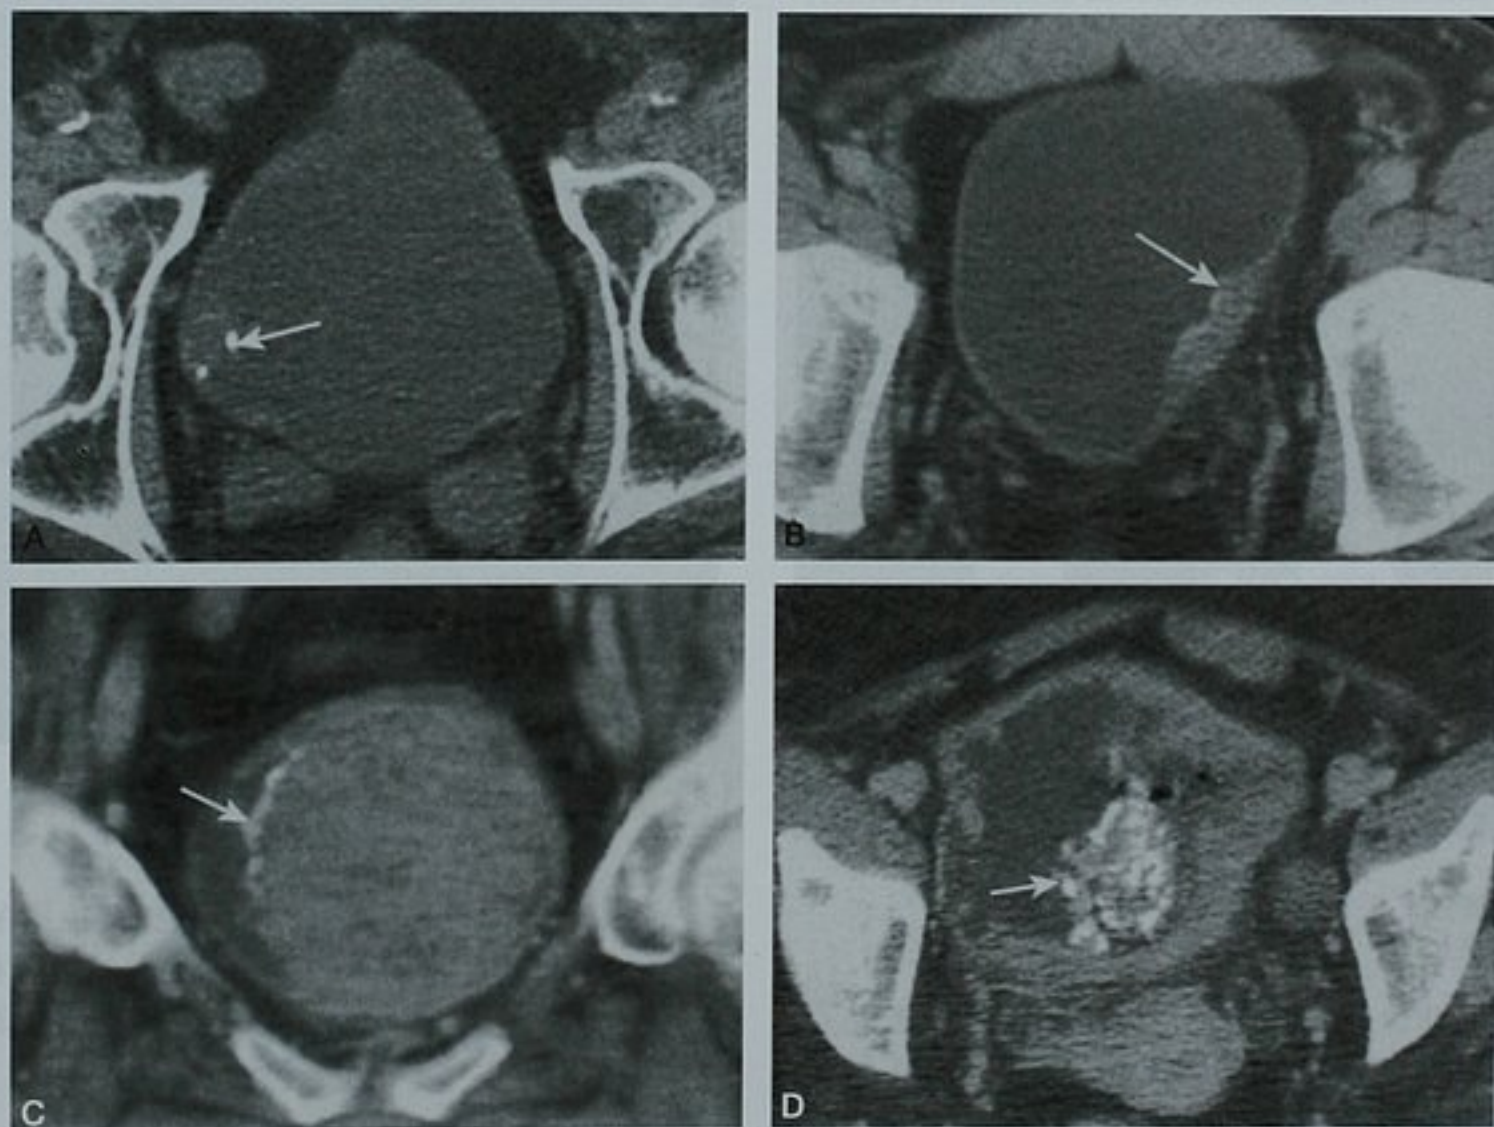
4 位泌尿上皮癌相关膀胱钙化(箭头)的患者 CT 检查横断位图像。A. 斑点状钙化; B. 少量光滑的表面钙化; C. 更明显的表面钙化(CT 尿路造影冠状位图像); D. 弥漫性膀胱肿瘤的乳头状部分斑点状局灶性钙化
